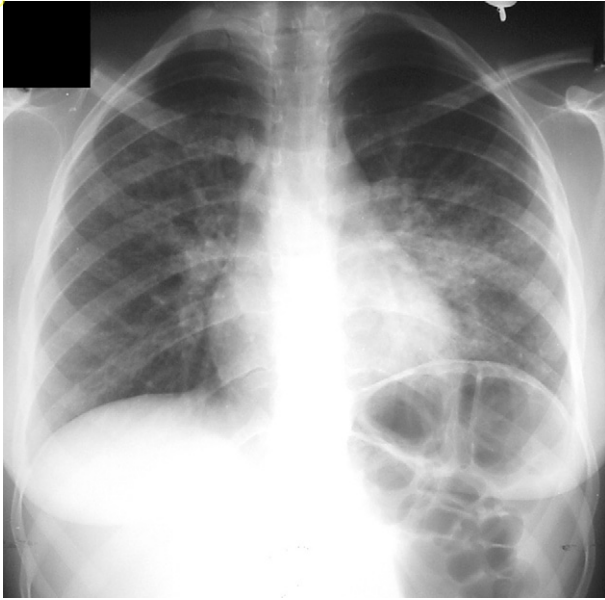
Radiographie de face d'une grippe : opacités alvéolo-interstitielles hilaires bilatérales à prédominance gauche effaçant les contours vasculaires.
